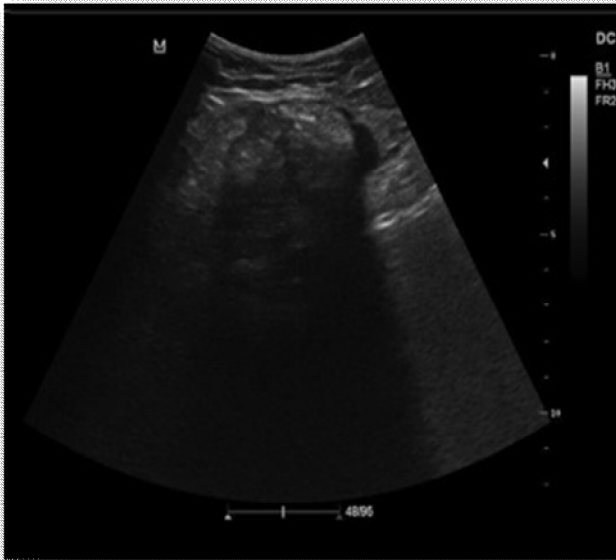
Échographie de la masse inguinale, montrant l'intérieur du sac herniaire, correspondant à l'appendice incarcerated [47].
